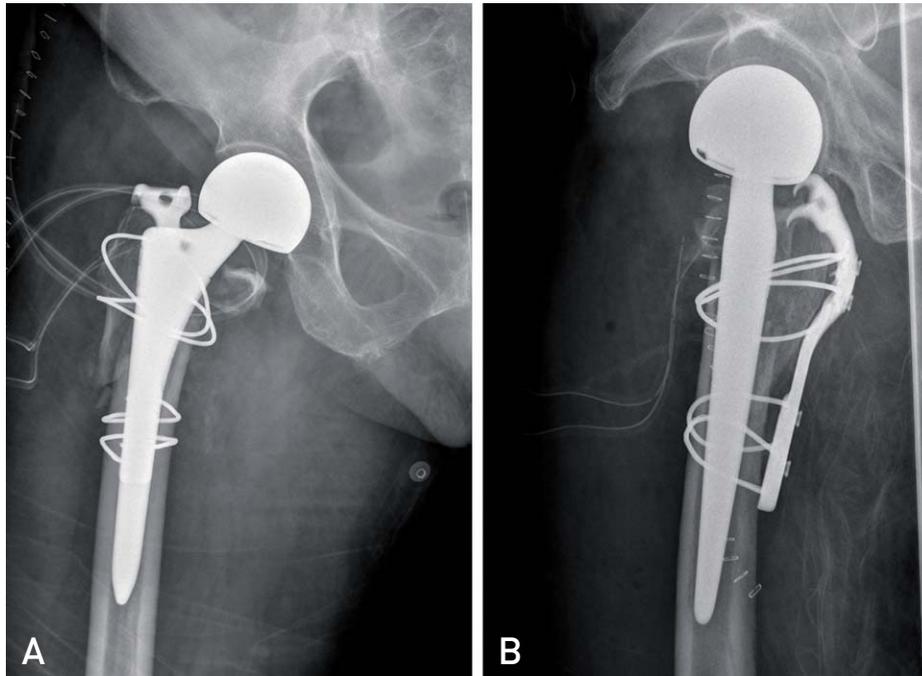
Postoperative radiograph shows bipolar hemiarthroplasty was done with hook plate and wiring.
